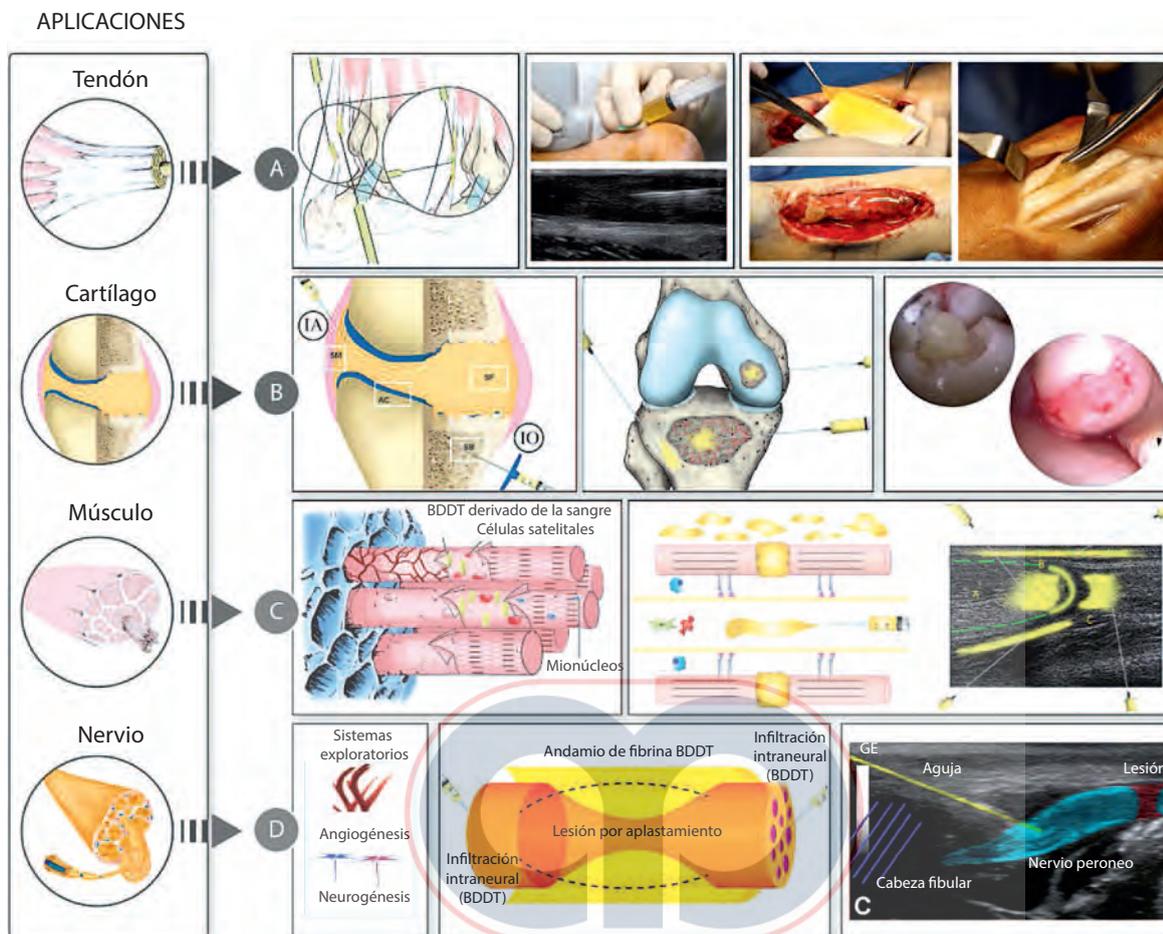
Avances en ortopedia regenerativa basada en la aplicación de BDDT derivado de la sangre. A) Infiltraciones intrandinosas y aplicación de andamios obtenidos de BDDT derivado de la sangre para ayudar a la reconstrucción quirúrgica de las roturas de tendones. En las tendinopatías crónicas, las inyecciones intratendinosas se aplican bajo guía ecográfica. B) Un enfoque novedoso para tratar la osteoartritis de rodilla grave y las lesiones osteocondrales dirigidas a la membrana sinovial, el cartilago articular superficial, el líquido sinovial y el hueso subcondral combinando inyecciones intraarticulares e infiltraciones intraóseas de BDDT derivado de la sangre. C) El BDDT derivado de la sangre se ha propuesto como un puente entre la espontaneidad y la intervención molecular en la reparación de la rotura muscular. La inyección intramuscular temprana realizada con guía de ultrasonido asigna el producto al espacio interfascicular e interfibrilar, y al sitio lesionado. La fibrinólisis local actúa sobre el andamio de fibrina liberando gradualmente FC y citocinas. D) La regeneración del nervio periférico se basa en la angiogénesis y la transdiferenciación de células de Schwann, cuyo comportamiento exploratorio impulsa la regeneración espontánea del nervio. Las infiltraciones intraneurales guiadas por ultrasonido de BDDT derivado de la sangre combinadas con la aplicación de un andamio de fibrina envuelven el área lesionada y mejoran la regeneración nerviosa.²² (Reimpreso con autorización de Padilla y cols.²²)
